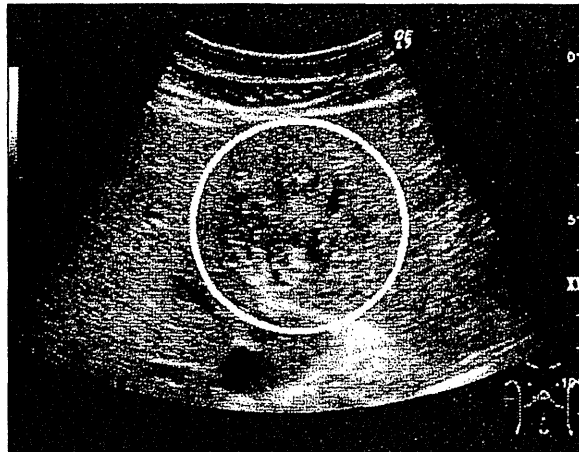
Abdominal ultrasonography showed that intrahepatic bile ducts (B2 and B3) were dilated, and the hypovascular tumor (45 mm) was found in the proximal side of the dilated bile ducts (open circle).
